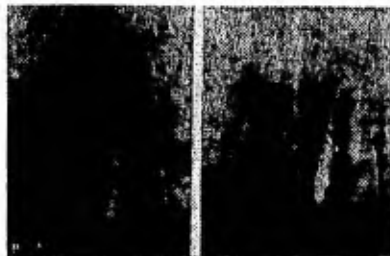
Quiste periapical tratado con HA porosa.
